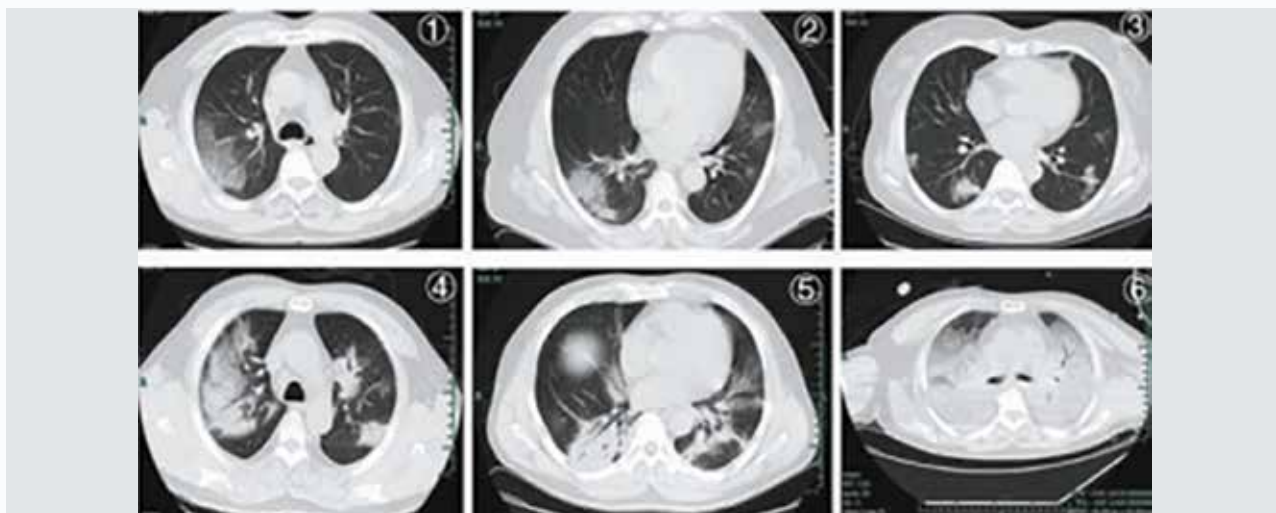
Типичные изменения на КТ легких при новой коронавирусной болезни
